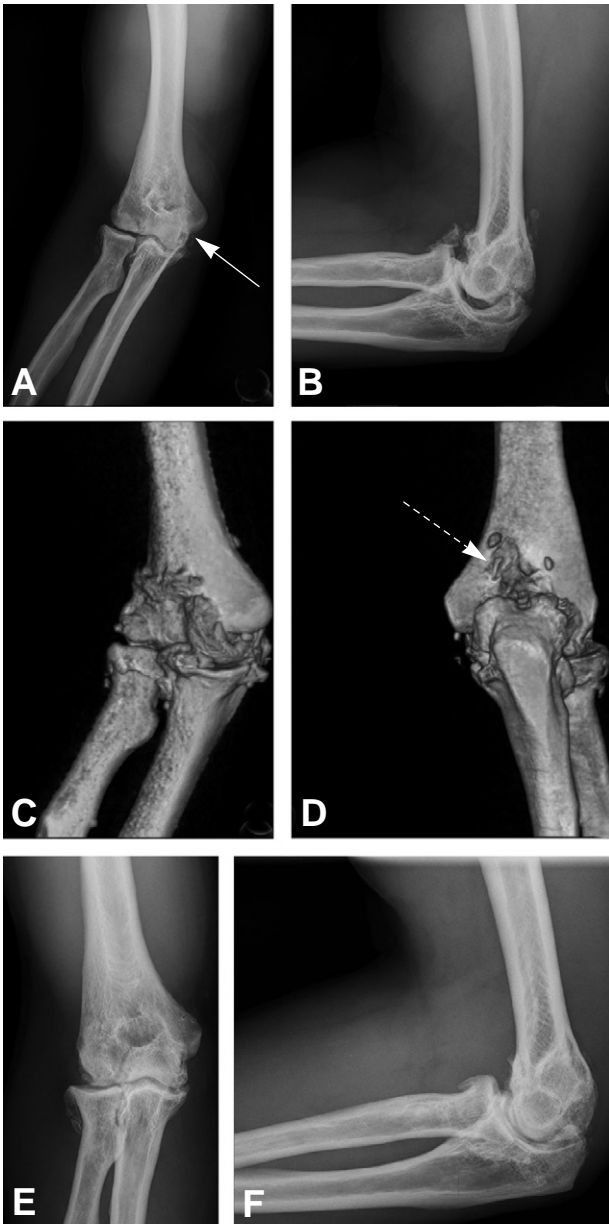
A 48-year-old male whose preoperative elbow ROM were flexion 100° and extension 40°. (A, B) Preoperative plain anteroposterior and lateral radiograph. Osteophyte was seen on medial aspect of elbow joint. (white arrow) (C, D) Osteophyte was seen on olecranon fossa of humerus. (white perforated arrow) (E, F) 2 year-follow up plain radiograph. Osteophyte which was seen on preoperative plain radiograph is not seen on this images.
